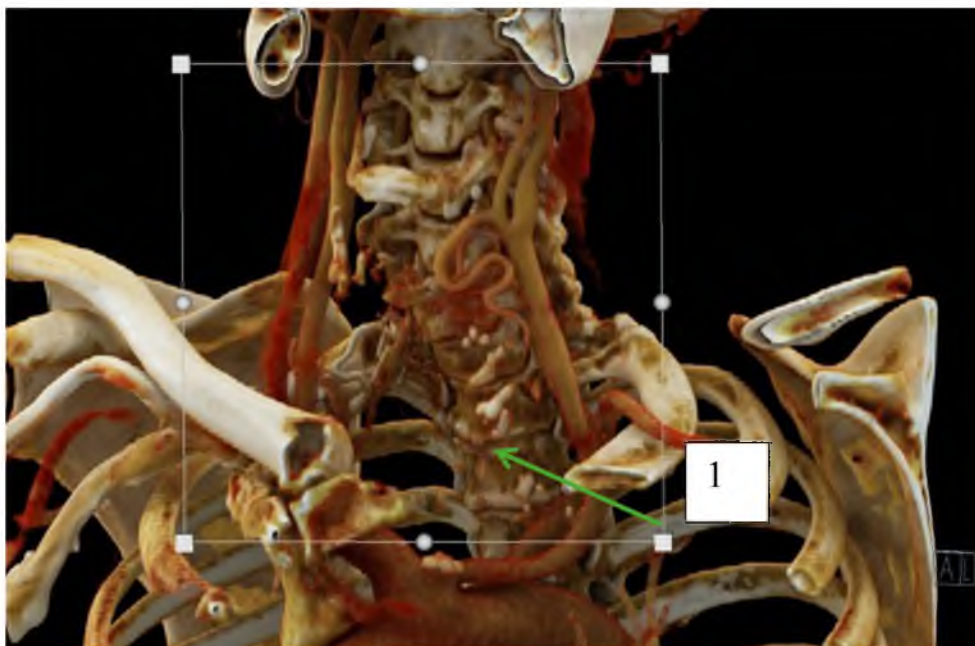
Компьютерная томограмма пациентки К., 65 лет, от 16.06.2025, 3D-реконструкция сосудов шеи. 1 – левая плечеголовная вена
